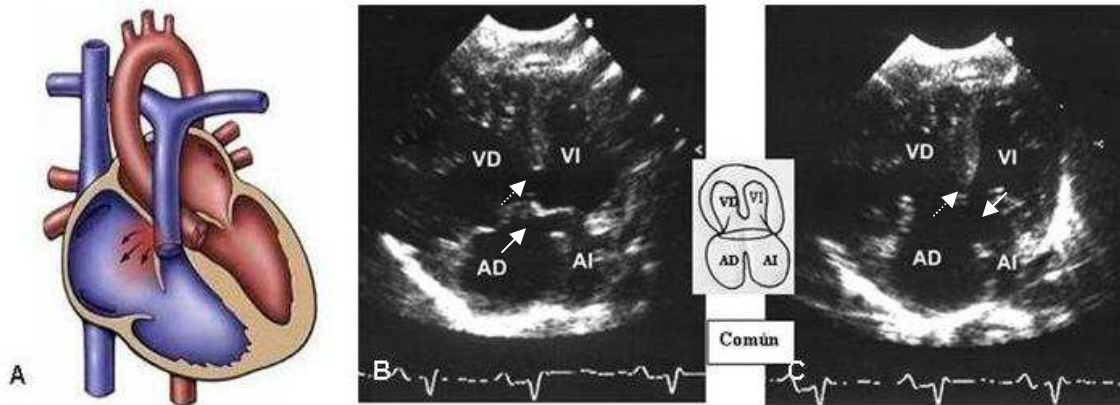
A. Localización de la CIA OP en el TIA. B. ETT. Plano apical 4 cámaras sístole. CIA OP (flecha continua, CIV (flecha discontinua). C. Mismo caso en sístole. AD: aurícula derecha, AI: aurícula izquierda, VD: ventrículo derecho, VI: ventrículo izquierdo.
